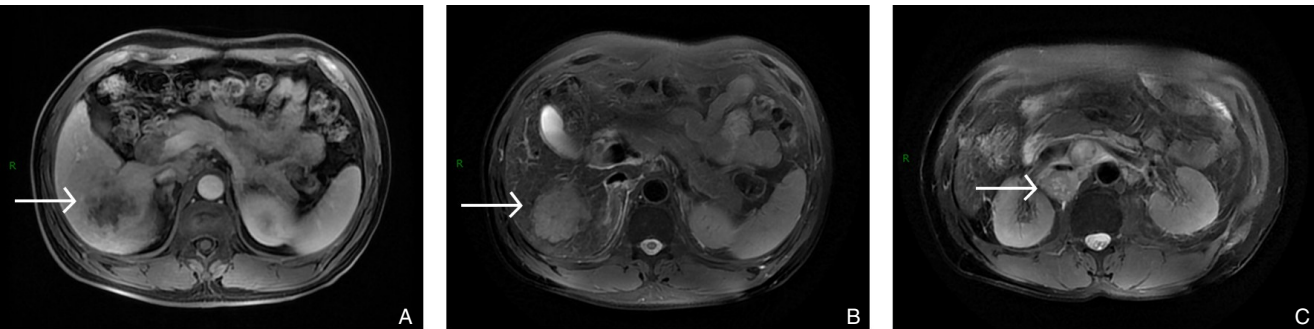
患者转化治疗前 MRI A-B：病变在 T1 加权成像（T1WI）中呈稍低信号，在 T2 加权成像（T2WI）中呈高信号；C：肿大淋巴结
